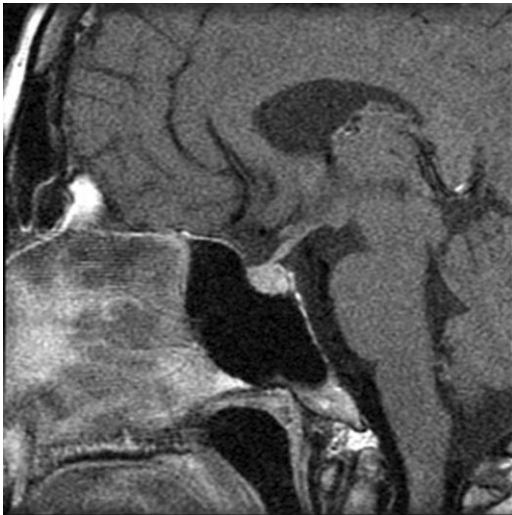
Sellar MRI shows normal size and normal signal intensity of pituitary gland.
